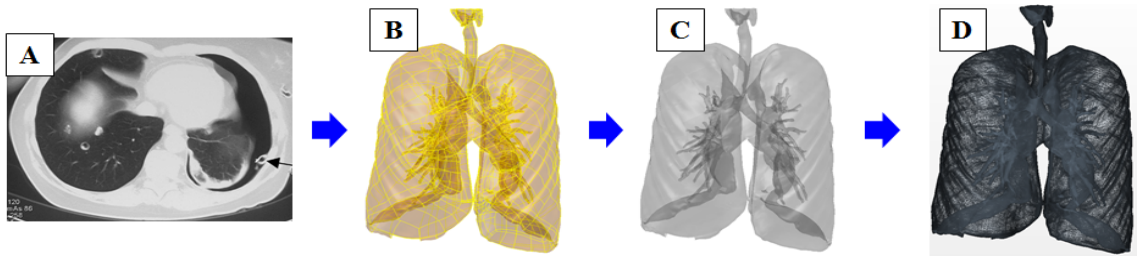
(A) 3D CT 이미지, (B) 3D 곡면, (C) NURB Surface, (D) 4면체 요소 기반 유한요소모델.
